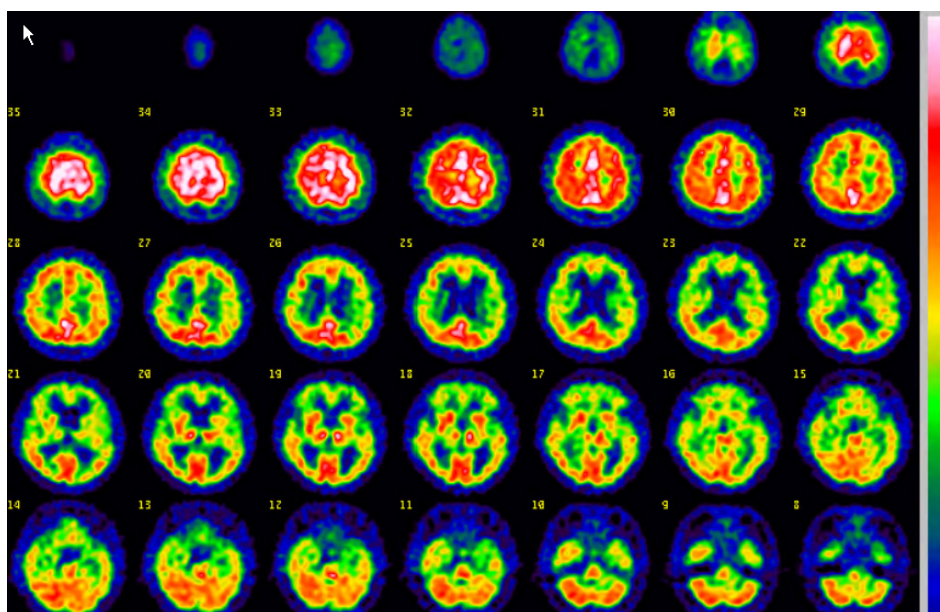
Tc-99m HMPAO Brain perfusion SPECT shows moderately to severely decreased perfusion on both fronto-parieto-temporal lobe.
